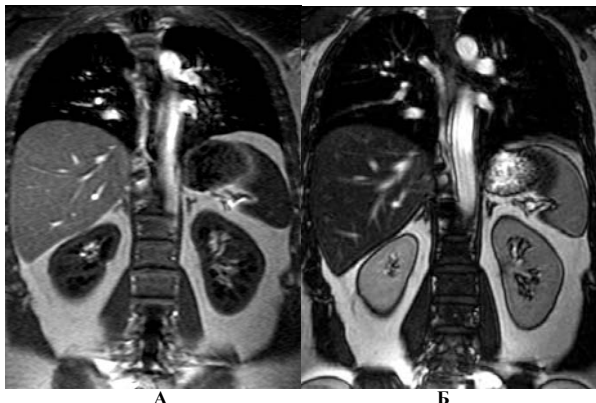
МР-томограммы почек и надпочечников в норме
